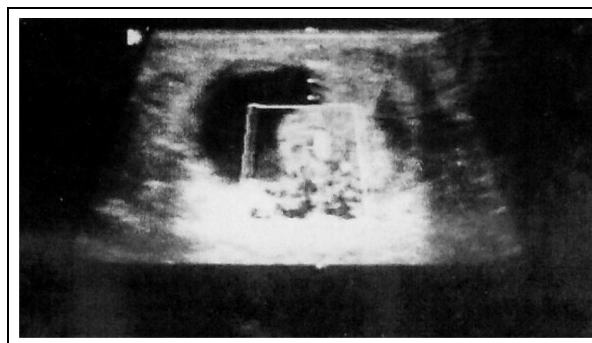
Ecografía de mama derecha.
